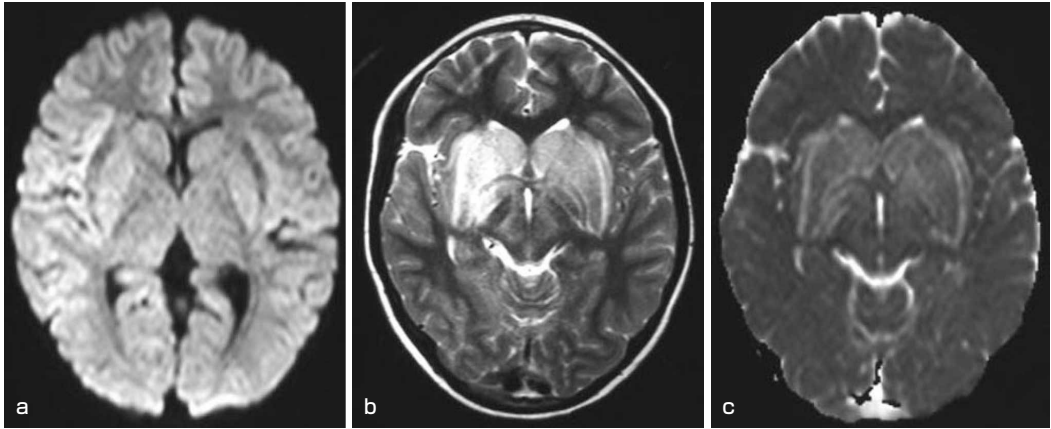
急性散在性脳脊髄炎 (ADEM) の MRI
